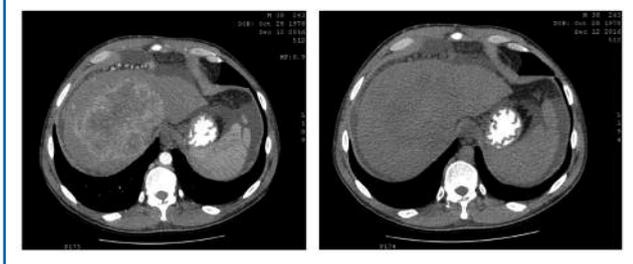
КТ-изображения пациента М. до начала лечения в артериальную и портальную фазы.
